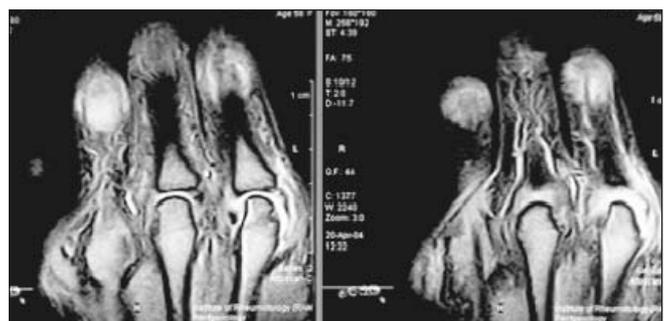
МРТ пястно-фаланговых и проксимальных межфаланговых суставов. Множественный синовит суставов
